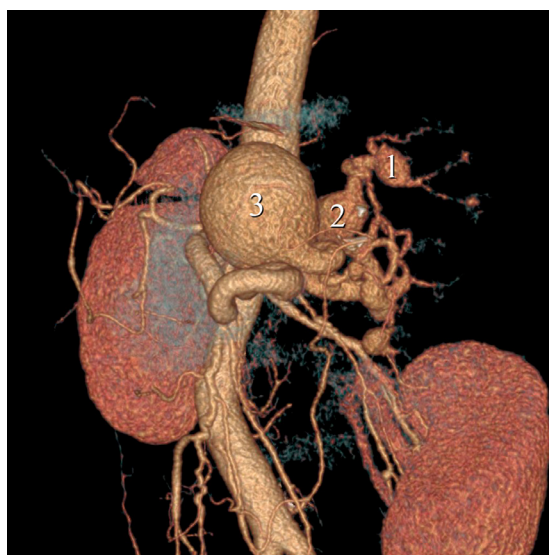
Angiotomografia com reconstrução tridimensional evidenciando aneurisma maior.
